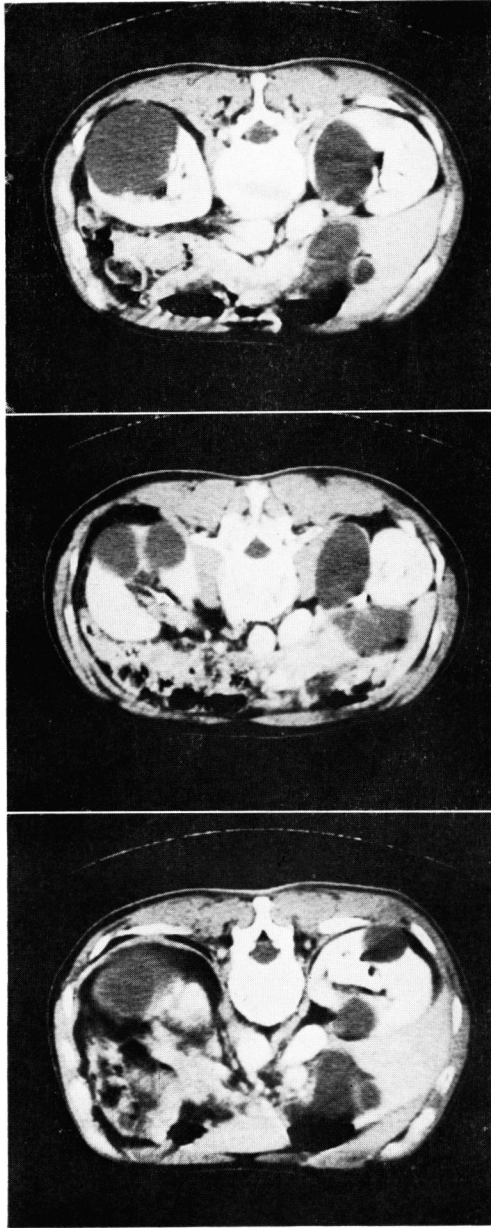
Case 2. CT of the abdomen with enhancement discloses several low-density areas with sharpe demarcation from renal parenchyma in both kidneys.
